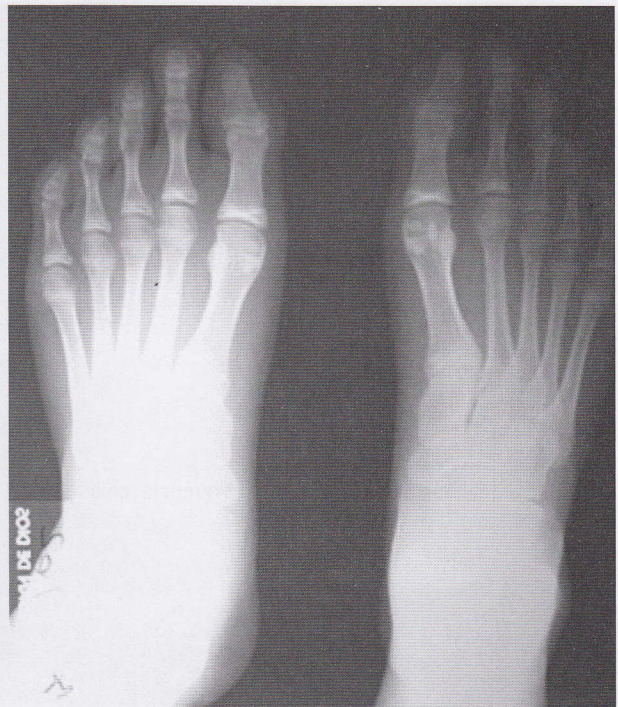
Las radiografías AP y Lateral comparativas de ambos pies, en las cuales no muestran compromiso óseo.
